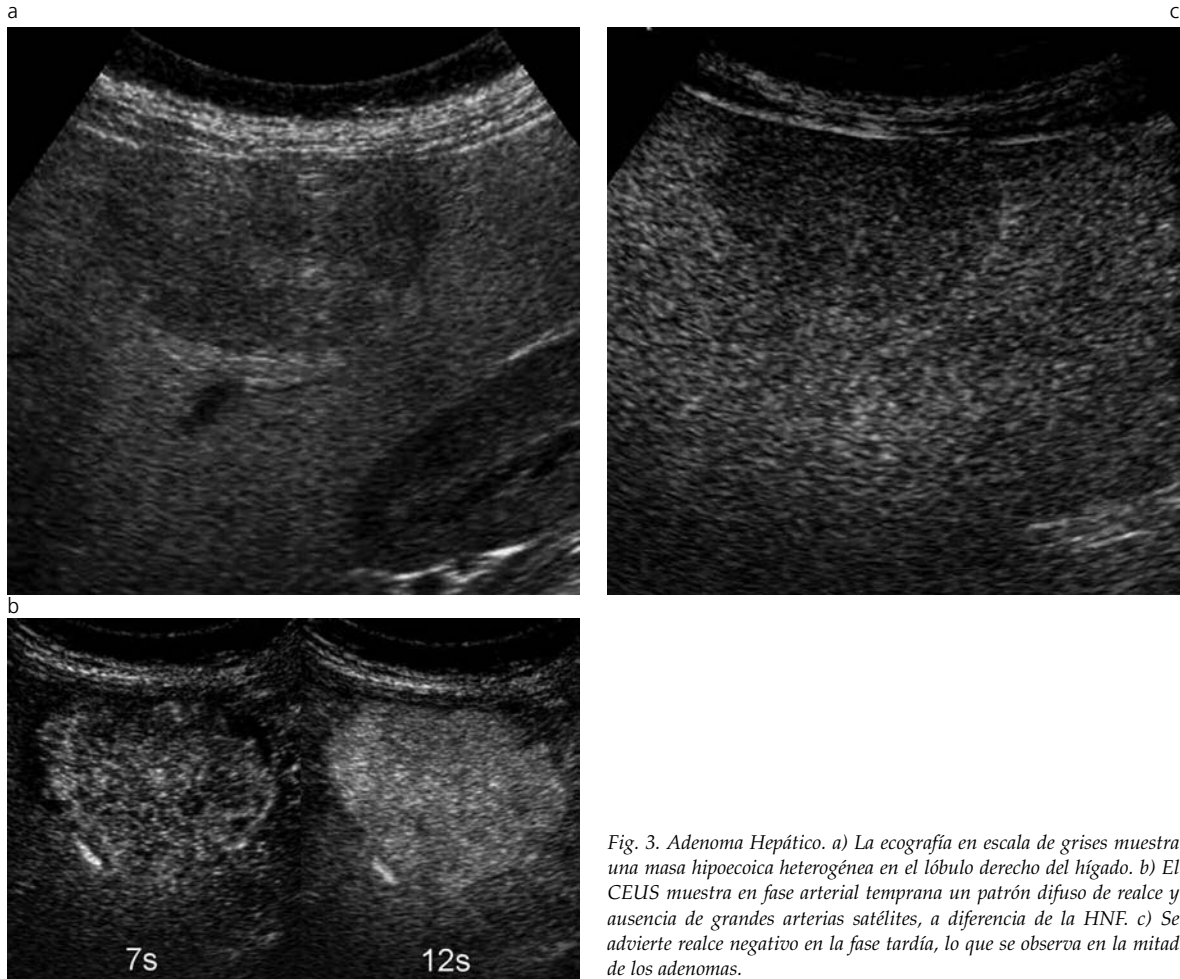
Adenoma Hepático. a) La ecografía en escala de grises muestra una masa hipoeoica heterogénea en el lóbulo derecho del hígado. b) El CEUS muestra en fase arterial temprana un patrón difuso de realce y ausencia de grandes arterias satélites, a diferencia de la HNF. c) Se advierte realce negativo en la fase tardía, lo que se observa en la mitad de los adenomas.
